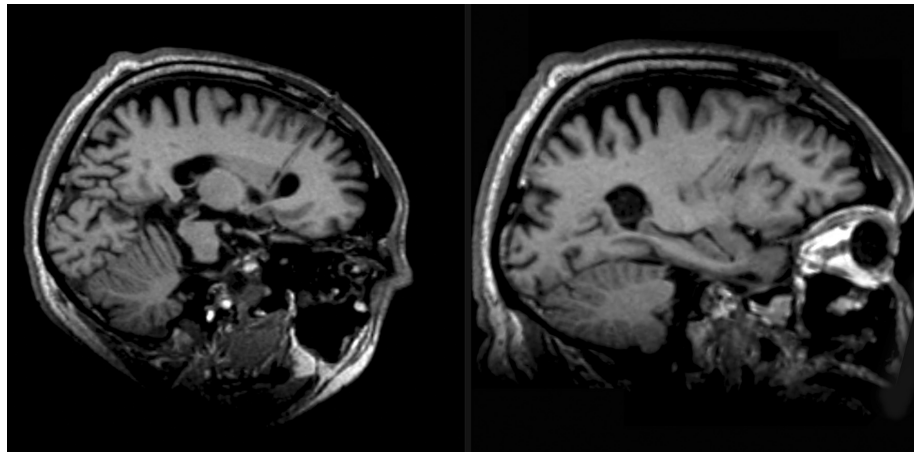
Immagini RM 3D generate da un sistema di neuro-navigazione. Controllo effettuato 3 giorni dopo il trapianto. Vista triobliqua dei tragitti stereotassici per la testa del nucleo caudato (sinistra) e del putamen (destra). Si noti il ventaglio dei tragitti putaminali.
